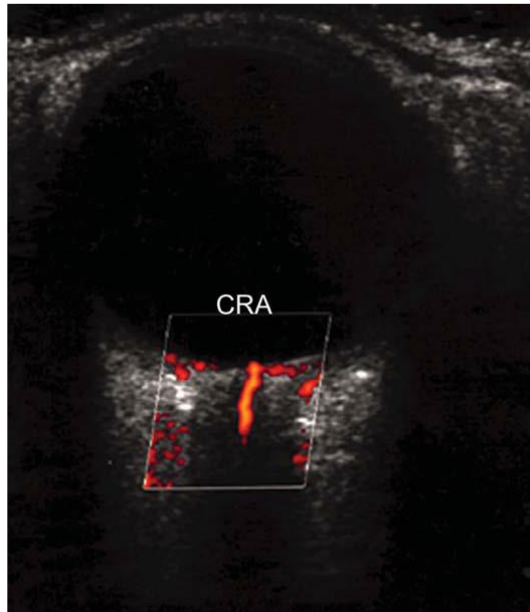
an bola mata pada pemeriksaan USG.
